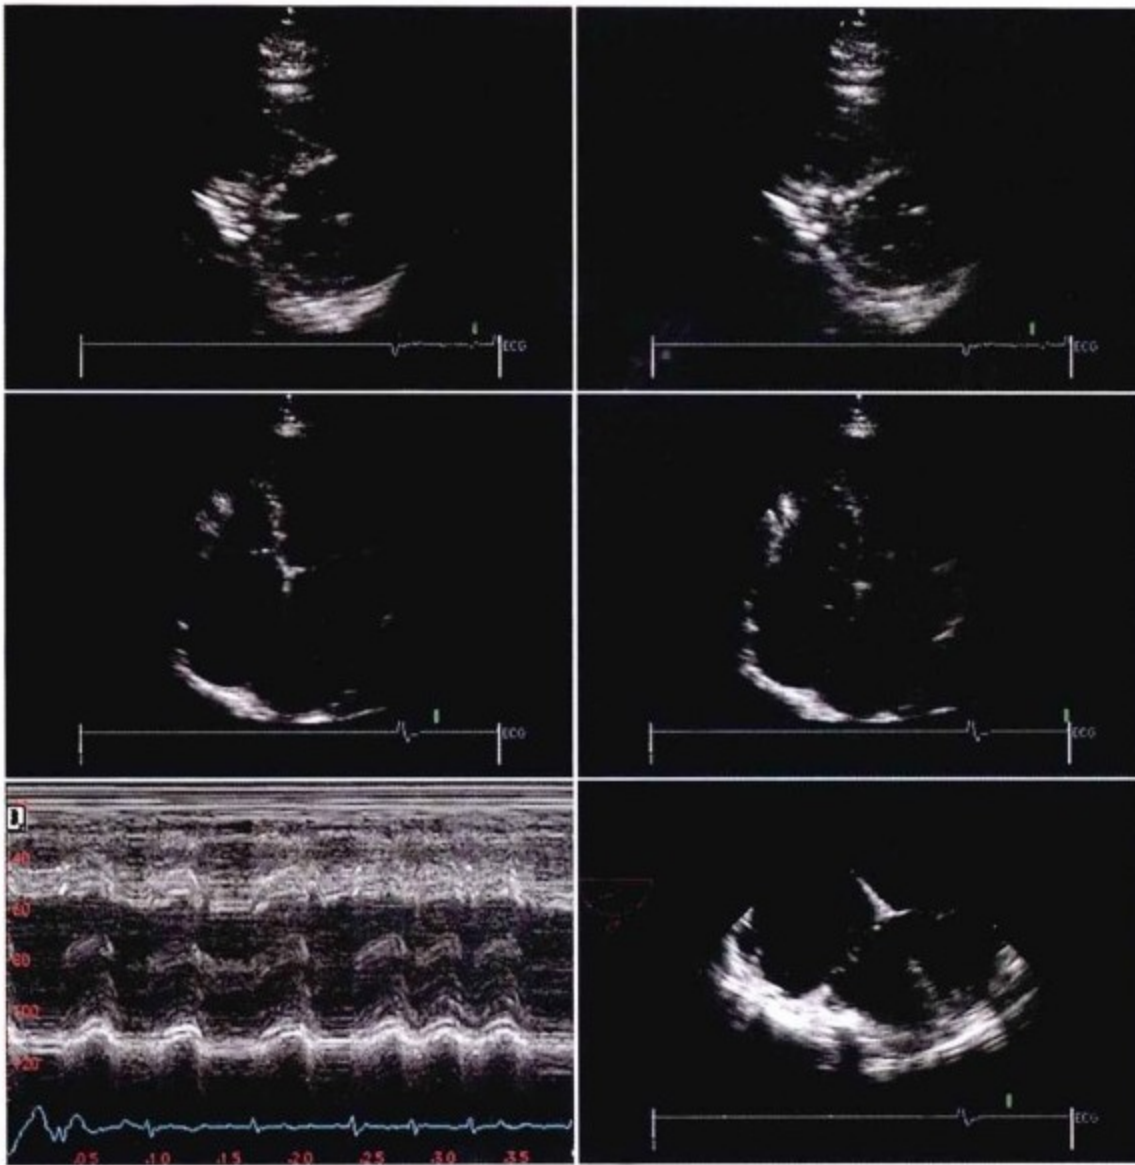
TTE 胸骨旁短轴(上图)和心尖四腔(中图)的切面示一个单一的心脏周期;左为舒张末期,右为舒张早期。表现为一个明显的舒张早期的下降,在 M 型超声中,于第三、四心脏周期时也可发现(左下图)。右下图, TEE 显示大心房和小心室。心包的外观难以评估。
